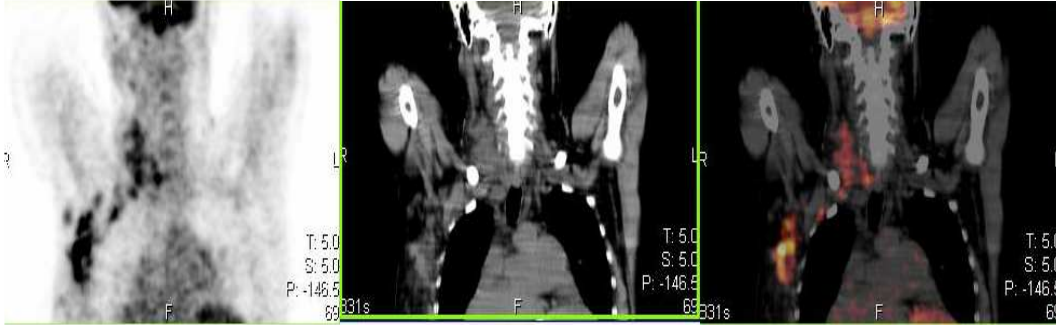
45 yaşında bayan hasta sağ memede kitle şikâyeti ile hastaneye başvurmuş. Çekilen PET-BT'sinde sağ meme üst-dış kadranda yoğun FDG tutulumu gösteren lezyon ve karaciğer sağ lob posterior-inferior subsegmentte metastaz düşündürülen fokal hiperaktif bir odak izlenmekte. Histopatolojik inceleme sonrası hastanın memedeki lezyonu invaziv lobuler karsinom tanısı alırken PET-BT sonrası yapılan karaciğer biyopsisi meme biyopsisi ile benzer özellikte hücreler içeren metastatik karsinom olarak belirlendi. Solda tüm vücut PET görüntüsü, ortada meme lezyonun görüldüğü vertikal toraks kesitleri, solda ise karaciğer lezyonun görüldüğü vertikal sagittal ve koronal kesitlere ait PET,BT ve PET-BT füzyon görüntüleri izlenmekte. (olgu no:3)
